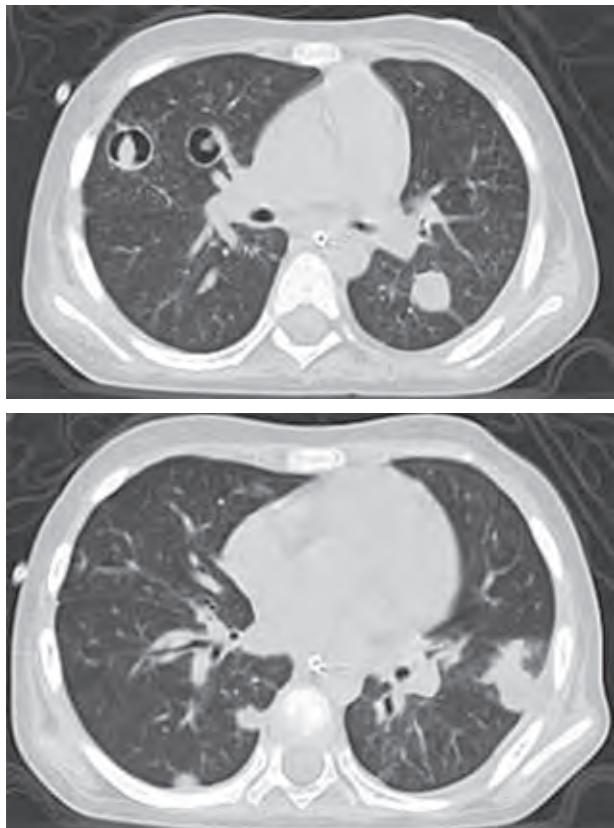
Tomografía pulmonar de alta resolución.
